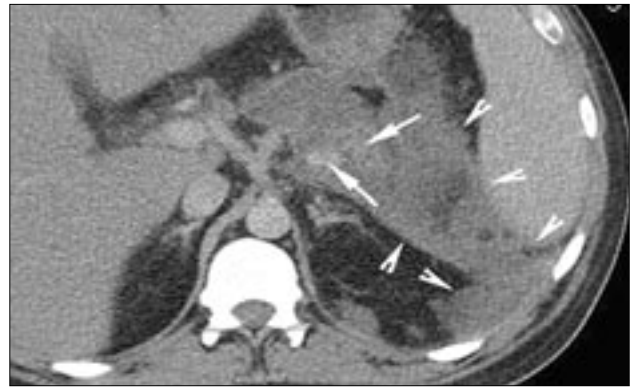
Компьютерная томограмма. Определяется массивный некроз тела и хвоста поджелудочной железы, паренхима представлена отдельными фрагментами (длинные стрелки). В парапанкреатической и левой передней паранефральной клетчатке определяются неоднородные жидкостные скопления (короткие стрелки).
